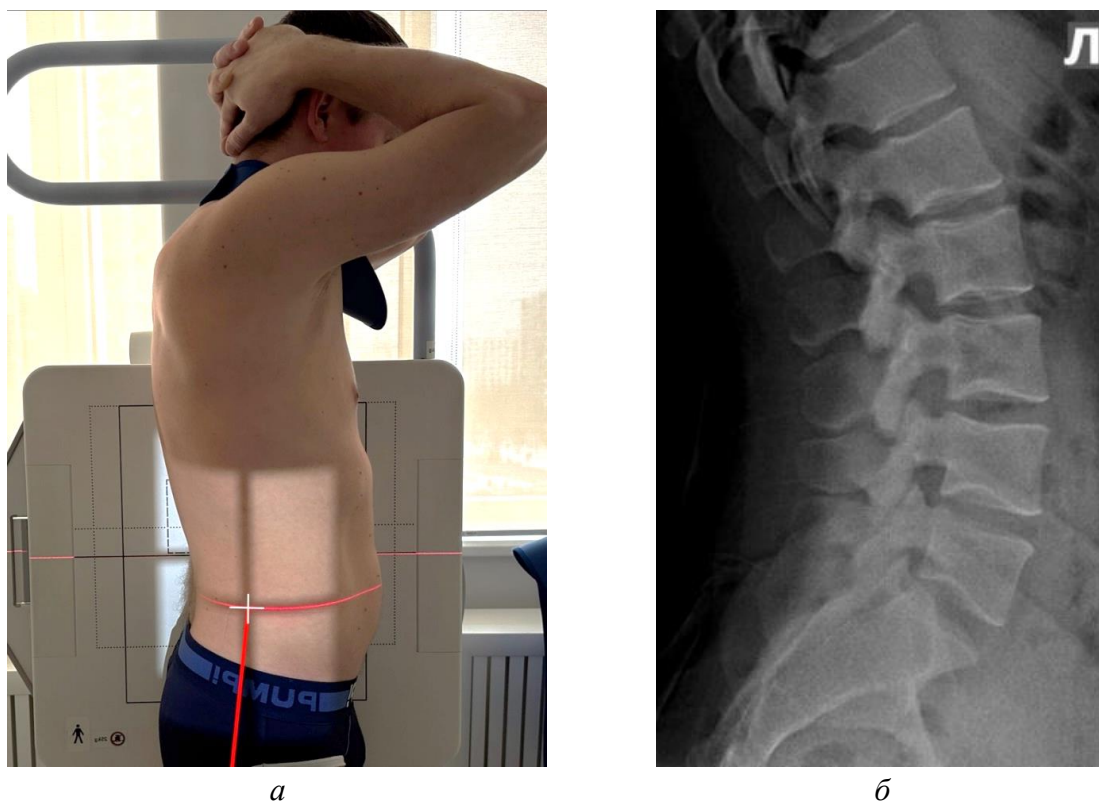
Методика укладки пациента для проведения РГ пояснично-крестцового отдела позвоночника в боковой проекции: а – фотография примера укладки; б – рентгенограмма пояснично-крестцового отдела позвоночника в боковой проекции. Черное перекрестие – точка центрации приемника рентгеновского изображения (кассеты), серая линия – направление ЦЛ рентгеновского излучения
